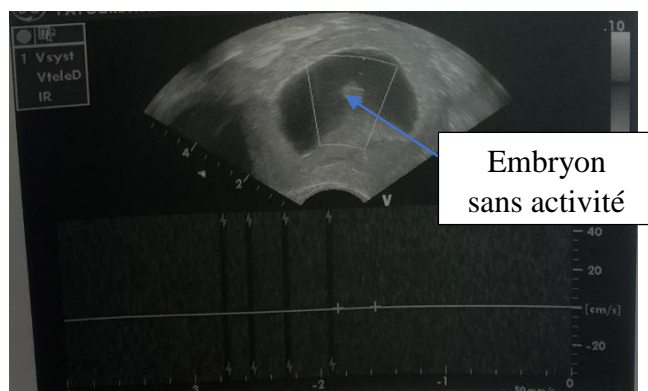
échographie endovaginale d'un embryon intra utérin sans activité cardiaque visible.
